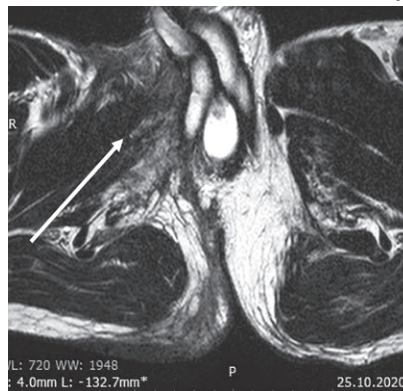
МРТ з вираженими рубцевими змінами
